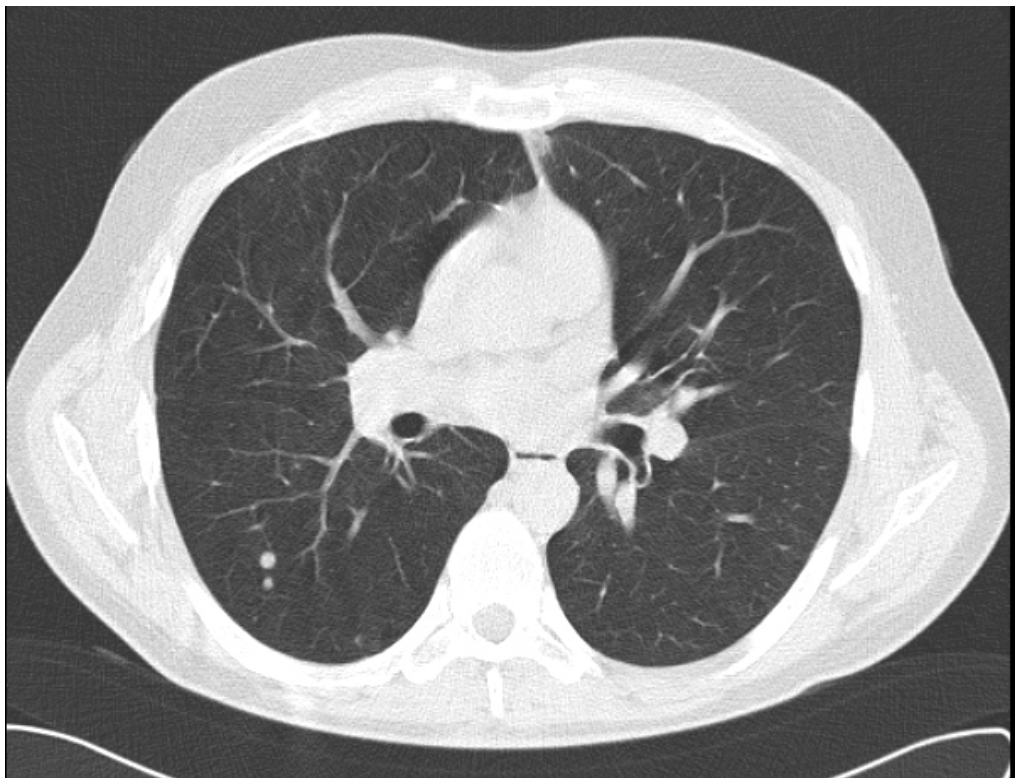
Standard-Dosis-CT: metastasenverdächtige Rundherde im rechten Unterlappen
